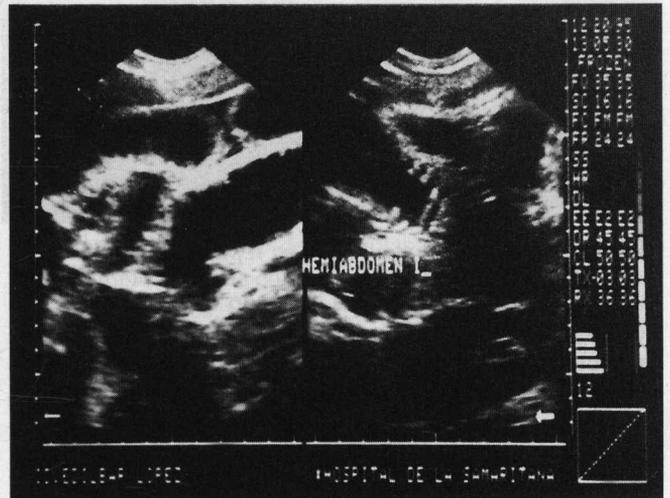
Ecografía abdominal donde se evidencia la disrupción de la aponeurosis.
